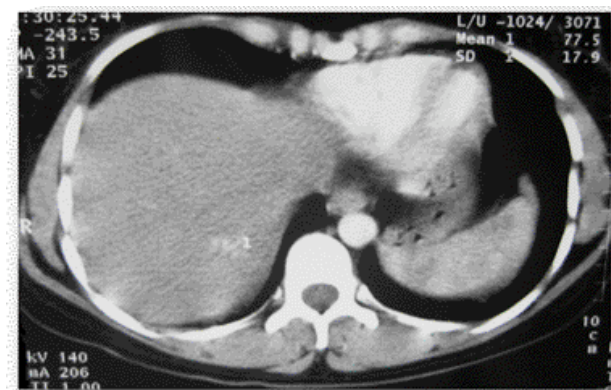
aspect en TDM après injection produit de contraste
